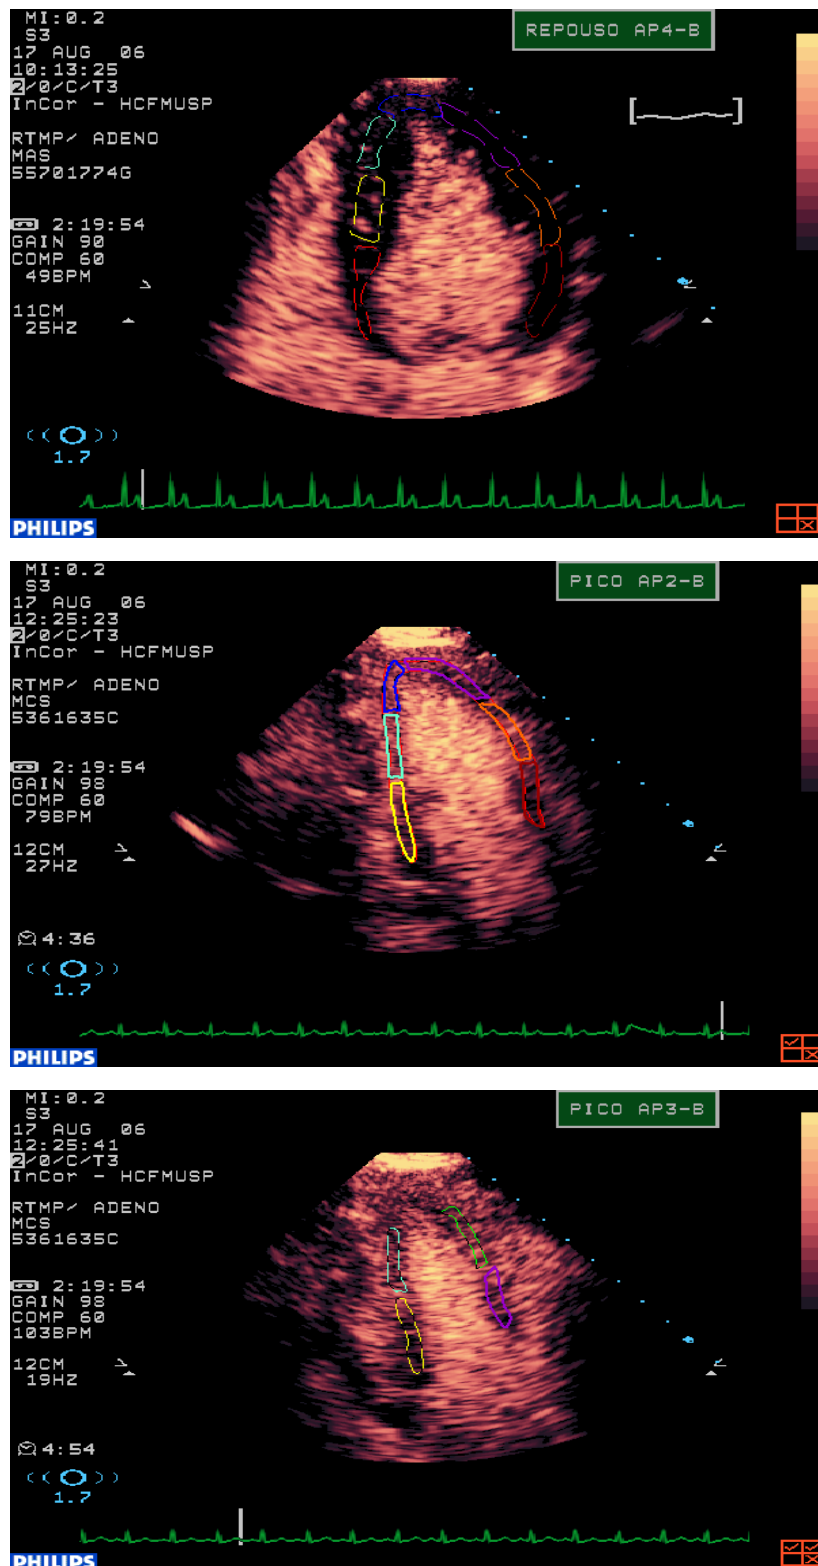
Disposição das regiões de interesse nos 17 segmentos do VE durante a análise da perfusão miocárdica pela ecocardiografia de perfusão miocárdica em tempo real no software Q-lab 5.0[®] (Philips Medical systems, Bothell, WA, USA).
